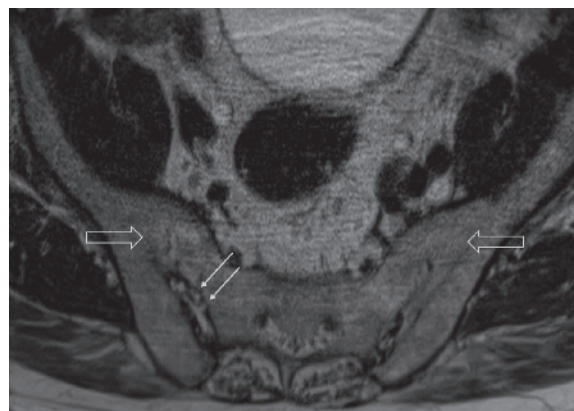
Магнитно-резонансная томография (T2-взвешенное изображение в поперечной проекции). Протяженные участки анкилоза крестцово-подвздошных сочленений (толстые стрелки), эрозии суставных поверхностей (тонкие стрелки)
